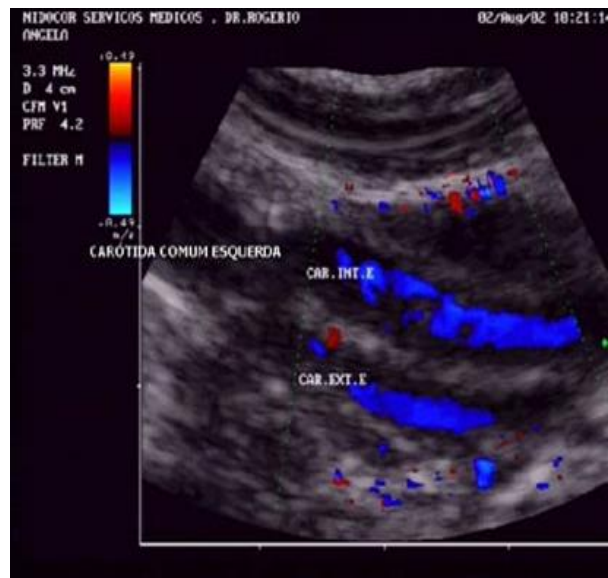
Eco doppler carotideo
